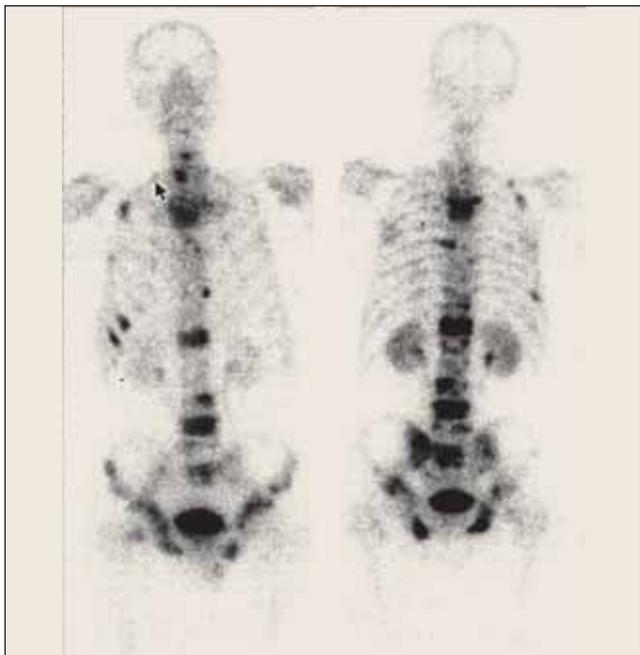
Сцинтиграфия скелета больного И. до лечения по схеме DEKAP. Множественные метастазы во всех отделах позвоночника, в костях таза, в правой лопатке, в ребрах
